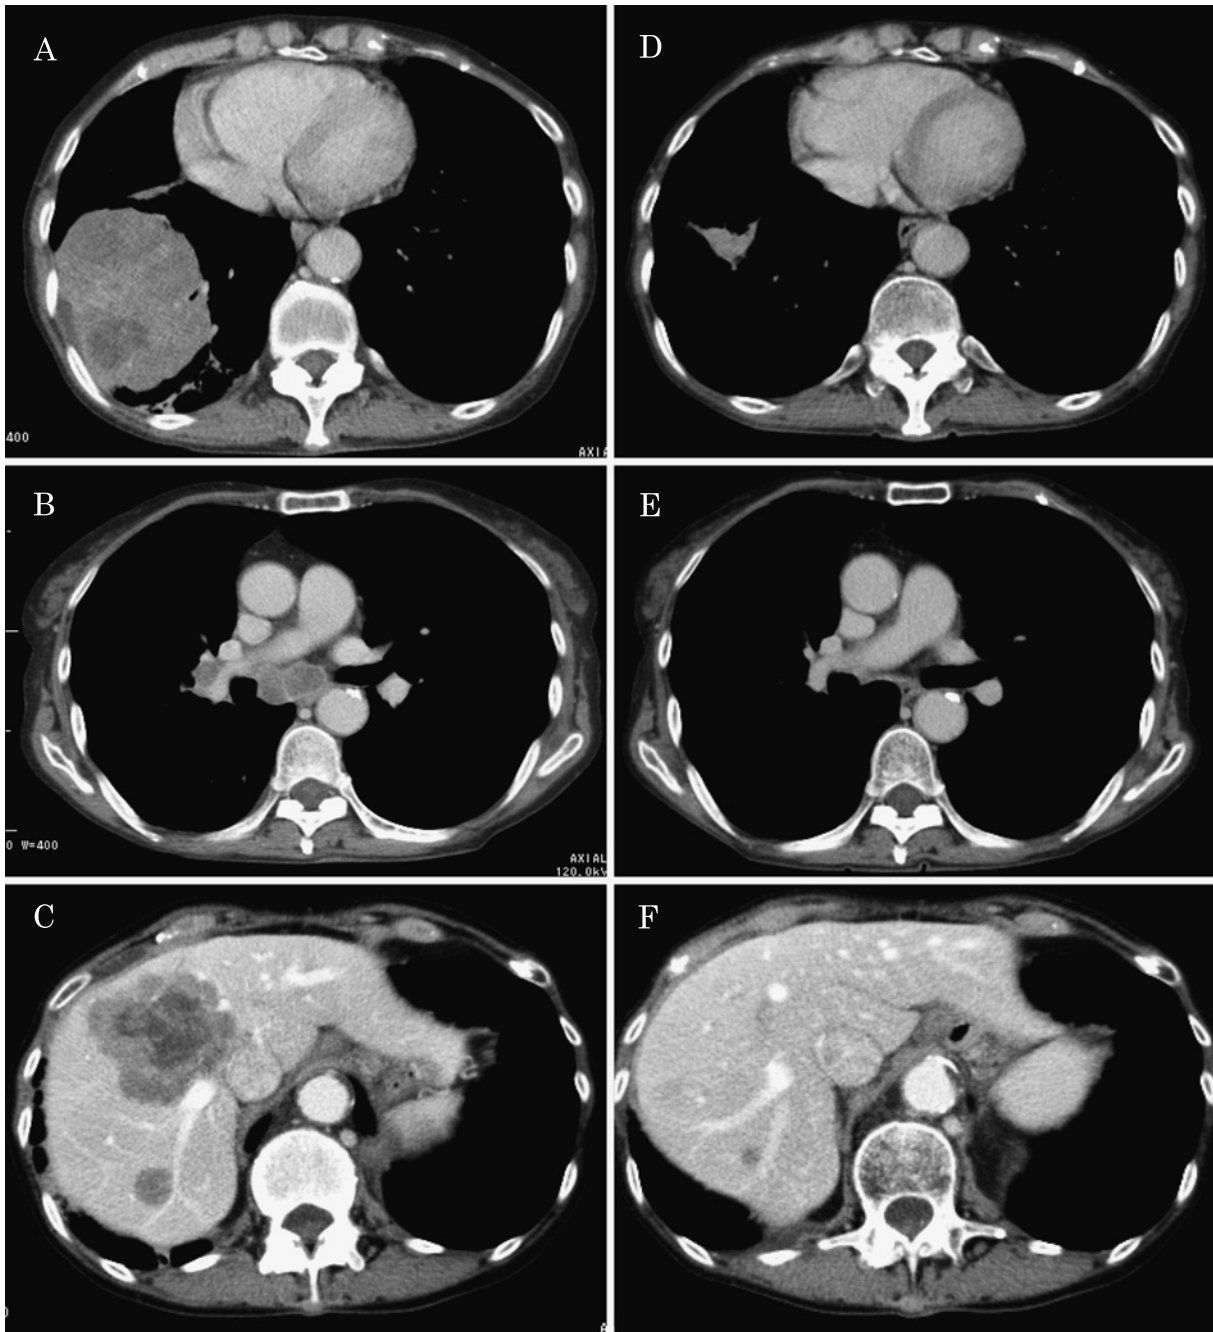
Chest computed tomography performed before (A-C) and after (D-F) chemotherapy. A: A large tumor in the right lower lobe of the lungs. B: Swollen mediastinal and hilar lymph nodes. C: Multiple metastatic lesions in the liver. D: The size of the primary tumor had remarkably decreased. E: The size of the mediastinal and hilar lymph nodes had reduced. F: Multiple metastatic lesions in the liver also markedly decreased in size.
